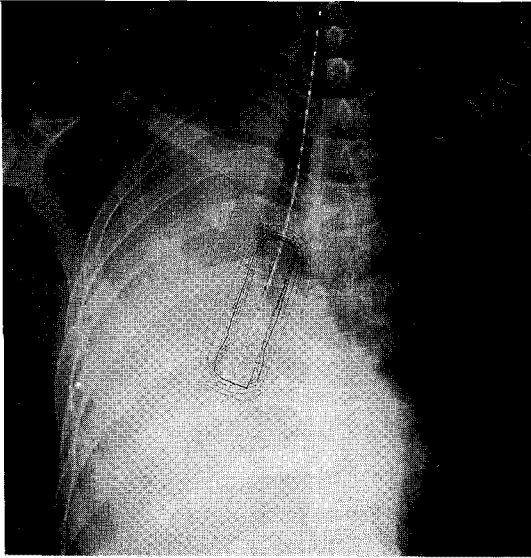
Chest PA shows pre HDR-BT setting on atelectasis.
